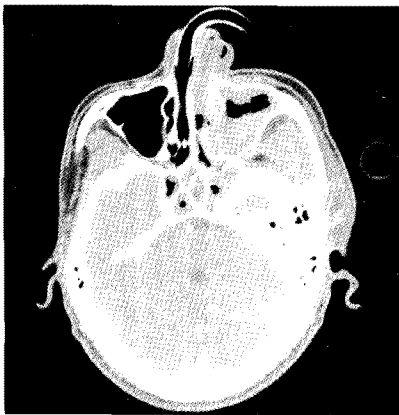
Facial computed tomography of the case 2 patient after the operation. Marked decreased in size of abscess in Rt. Mx. sinus, both sublingual and submental space and parapharyngeal space. Improvement of subcutaneous emphysematous change is seen.
